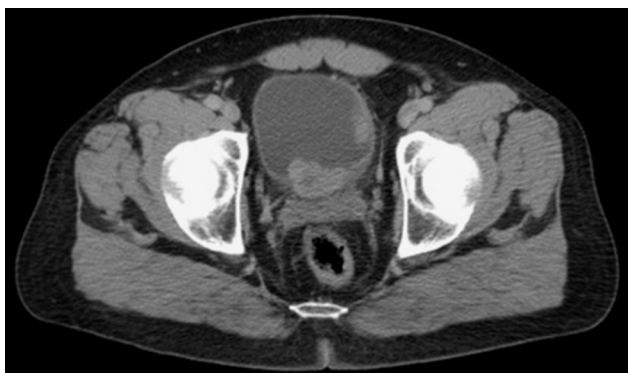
TAC contrastada donde se aprecia proximidad del tumor a zona prostática.
